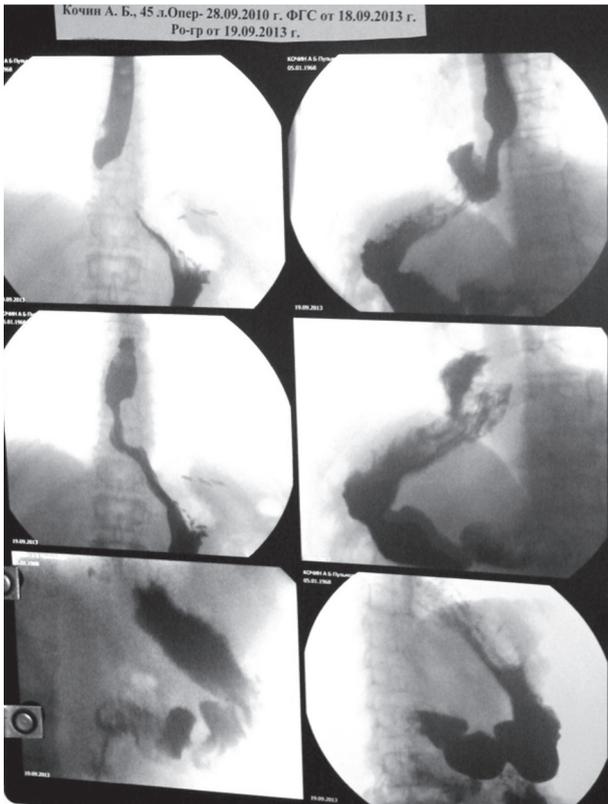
К-н А.Б., 45 л. Рентгенограммы пищевода и желудка от 19.09.2013 г. - через 3 года после операции. Пищевод в зоне манжетки проходим, рефлюкса в пищевод нет, эвакуация из желудка не нарушена. Описание – в тексте.
